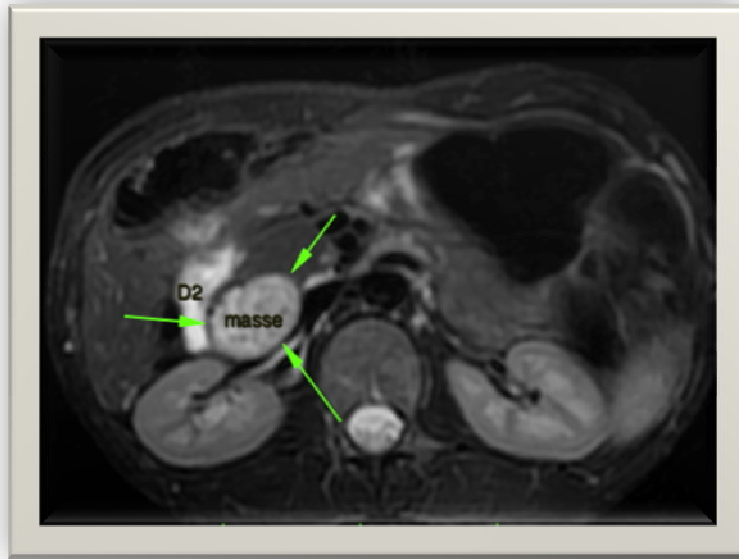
Coupe axiale d'IRM en T2, lésion duodénale inférieure marquant une empreinte sur D2 à droite, sur la tête du pancréas à gauche et sur le pédicule rénal en arrière.
